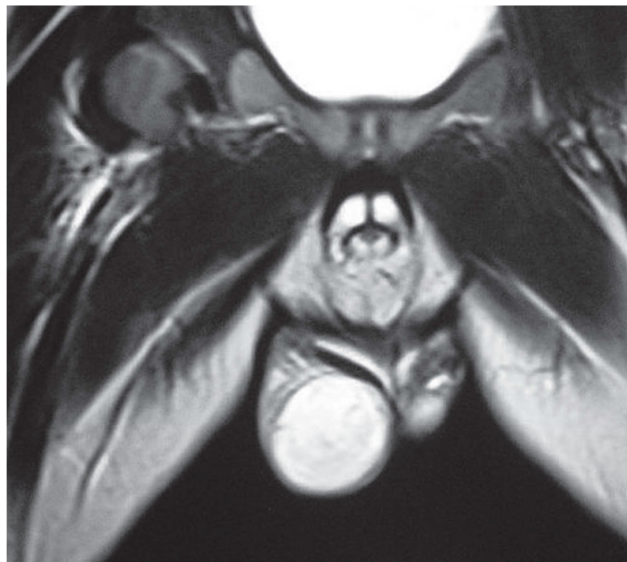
IRM : tumeur testiculaire droite [115]
